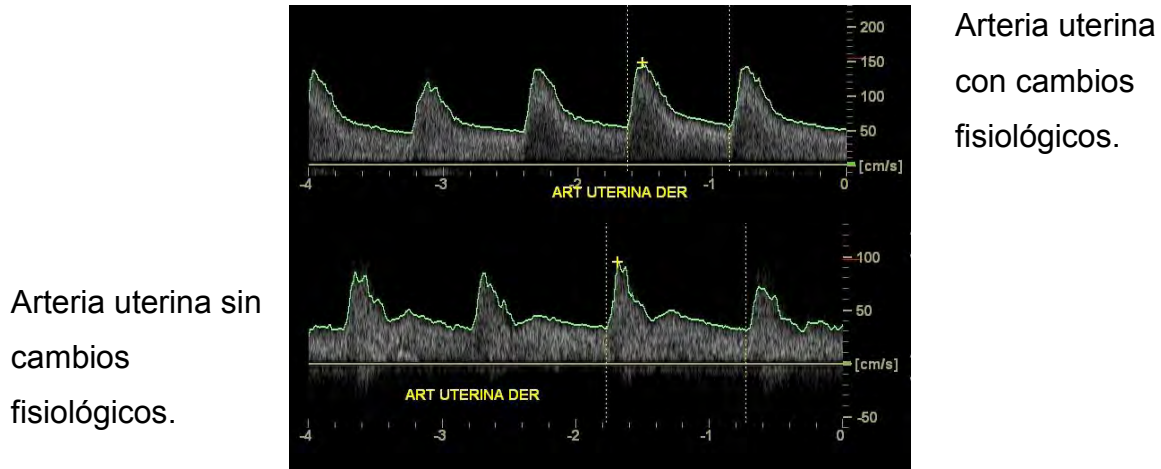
Modificaciones fisiológicas de la arteria uterina, por ecografía Doppler espectral.
